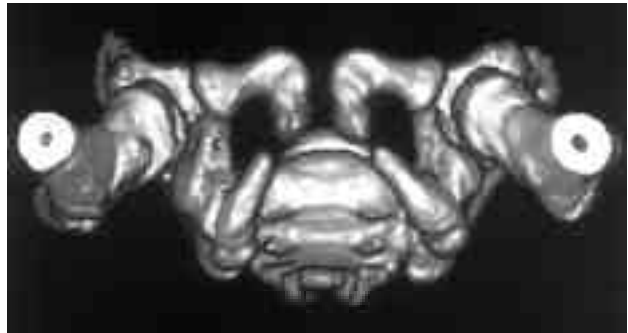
Ameliyat sonrası altıncı ayda üç boyutlu rekonstrüksiyonu yapılmış pelvis bilgisayarlı tomografisinin anterior görüntüsünde, sol anterolateral asetabuler dudak açısı 19 derece. Frontal planda anteriorda 16 derece addüksiyon artışı elde edildi.
